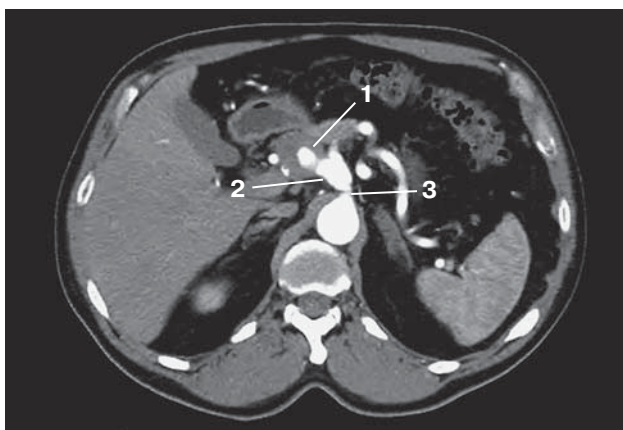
Компьютерная томограмма. Аневризма ОПА (1), аневризматическое расширение чревного ствола (2), стеноз чревного ствола (3).
